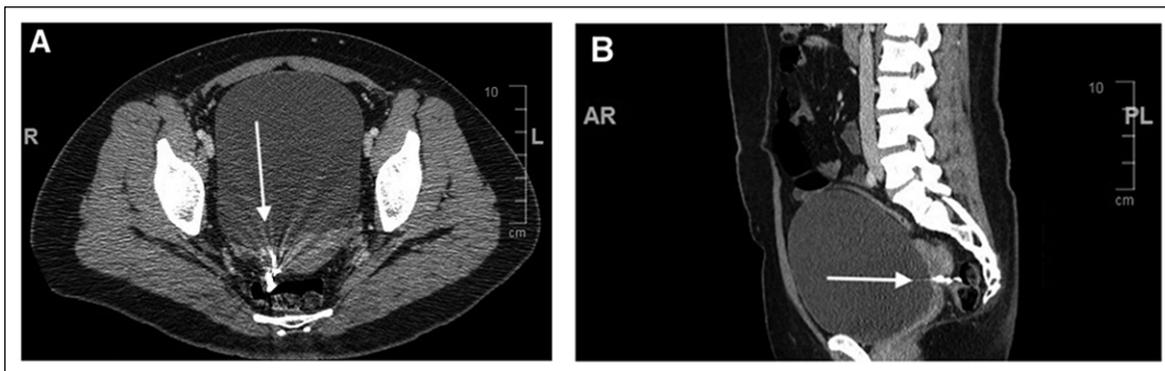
TC de abdomen y pelvis contrastado. A: Corte axial. B: Corte sagital. Flechas apuntan hacia imágenes hiperdensas correspondiente a dispositivo intrauterino migrado hacia lumen rectal.
